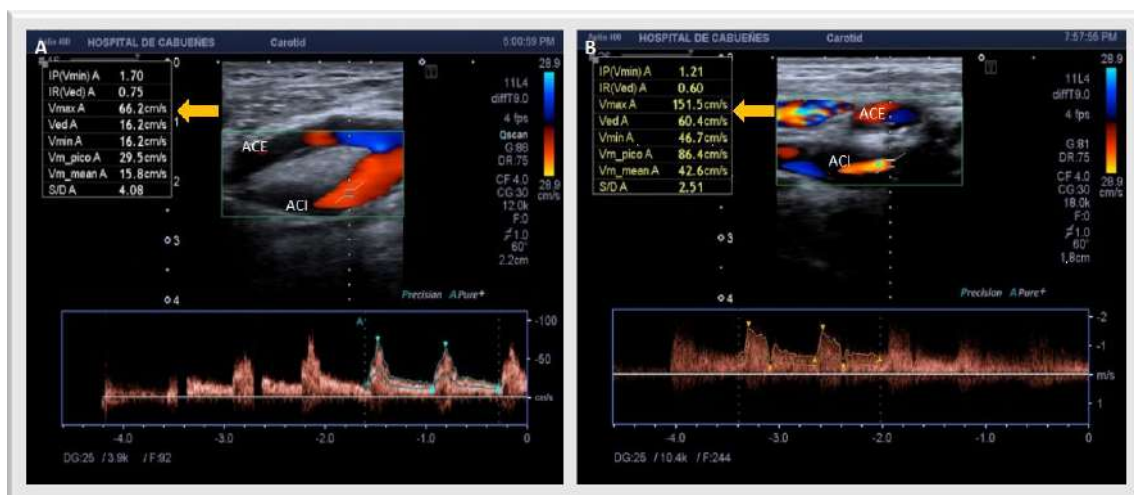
Eco-Doppler carotídeo: A. ACE sin estenosis significativa (VPS=66/VDF=16cm/s). B. ACI con estenosis moderada o del 50-70% (VPS=151/VDF=60cm/s). ACE= arteria carótida externa; ACI= arteria carótida interna.
